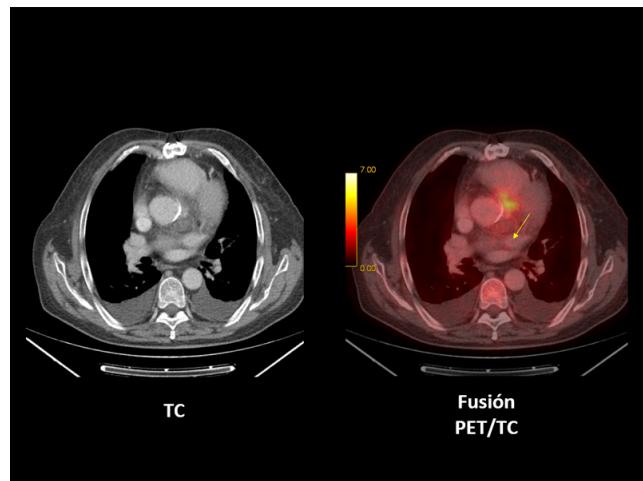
PET/TC en Endocarditis
